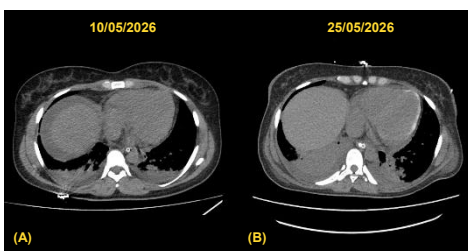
(A) TC normal em 10/05/2026; (B) TC mostrando calcificações miocárdicas em 25/05/2026.
